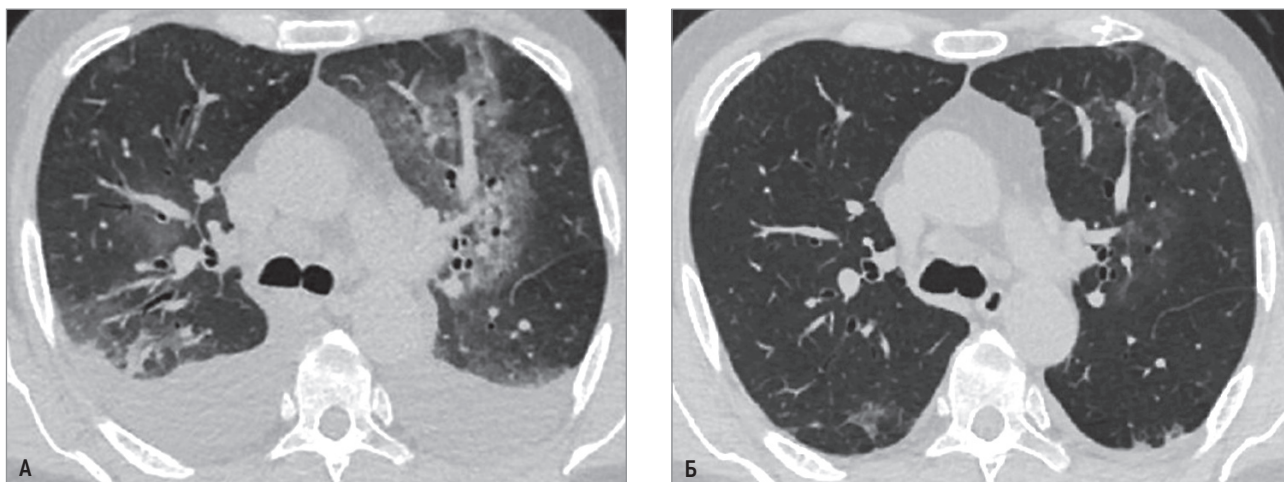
Острая лекарственно-индуцированная эозинофильная пневмония, эозинофильный плеврит: А – утолщение междольковых перегородок в верхних и средних отделах обоих легких на фоне приема Кардиомагнила, там же инфильтративные изменения по типу «матового стекла», местами сливающиеся в небольшие субплевральные участки консолидации; свободная жидкость в обеих плевральных полостях; Б – резкое уменьшение первоначальной распространенности и выраженности легочных изменений через 1 мес. лечения системными глюкокортикостероидами и отмены Кардиомагнила; жидкость в плевральных полостях не определяется. Компьютерная томография высокого разрешения
